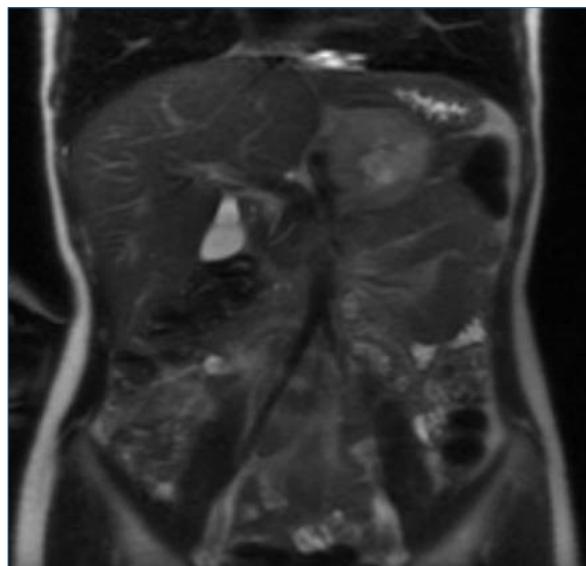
RM abdominal. Gran lesión tumoral de 80x56x75mm de diámetro anteroposterior, transversal y craneocaudal, respectivamente, en localización suprarrenal izquierda. Lesión muy heterogénea con importante vascularización macroscópica en la que predomina el componente sólido periférico con zona necrótica central. Desplaza y comprime las estructuras adyacentes, sin signos de infiltración de las mismas. No hay lesiones hepáticas ni gánigos patológicos.
